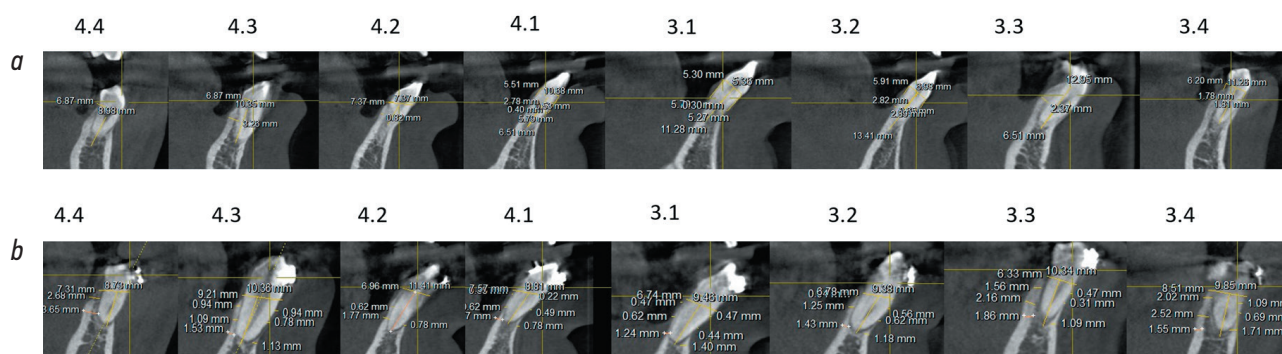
Срез компьютерной томограммы челюстей после нано-остеоперфораций.
